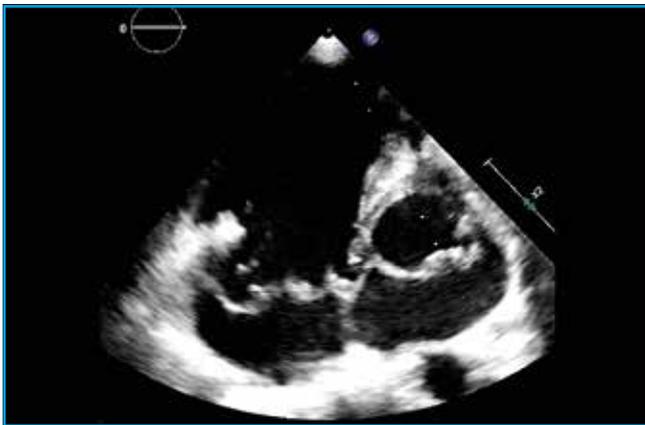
IT dégénérative : coupe parasternale petit axe, excès tissulaire et prolapsus majeur de tous les feuillets tricuspidiens chez un patient porteur également d'un prolapsus valvulaire mitral.
